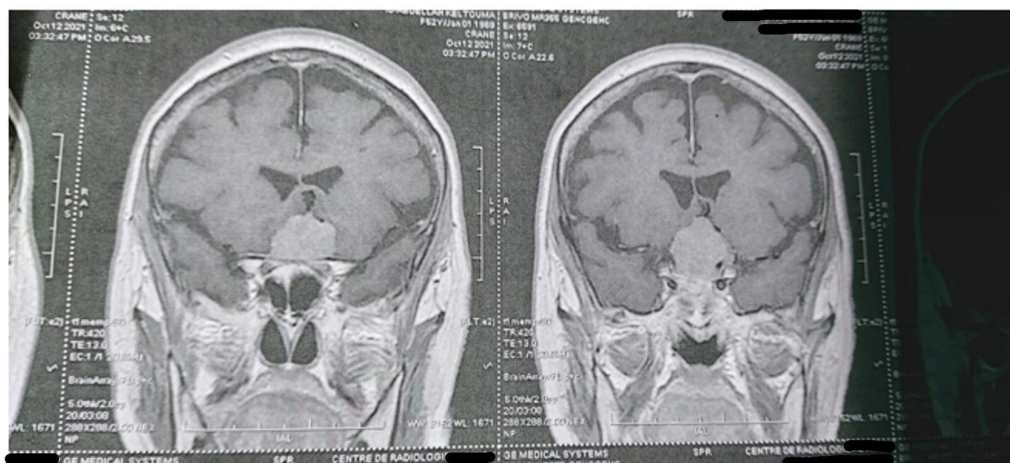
IRM cérébrale - coupe coronale - séquence T1 après injection de gadolinium, objectivant une lésion suprasellaire médiane à large base d'implantation durale, en contact étroit avec les voies optiques.
